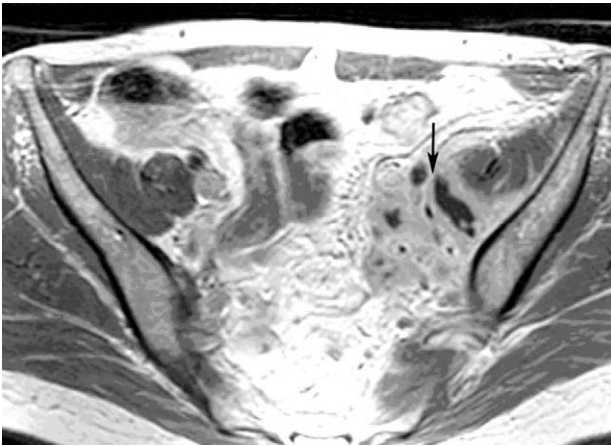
Axial (T1-weighted) magnetic resonance image of the left iliopsoas muscle shows areas of well enhanced lesion, within these lesion there is multiple low dense signal intensity suspecting fluid collection that represent muscle abscess (arrows) and these encased the left ureter.
